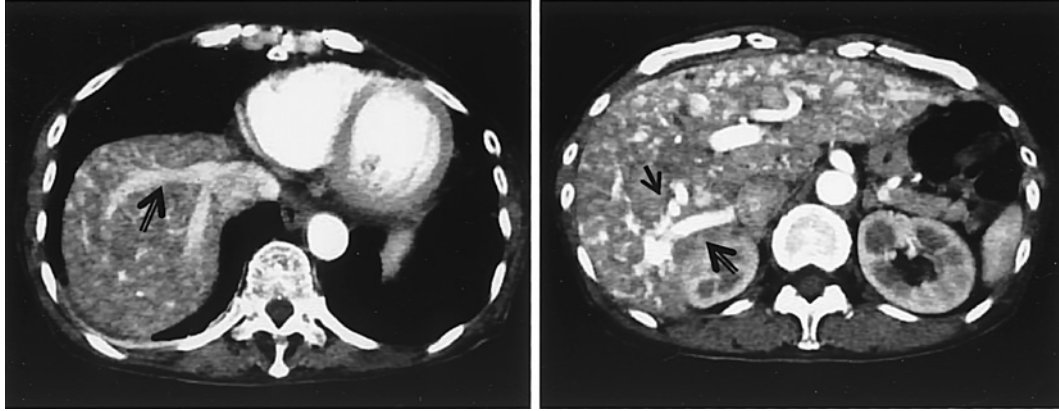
Abdominal dynamic CT (early) (⇒ vein, → artery)
